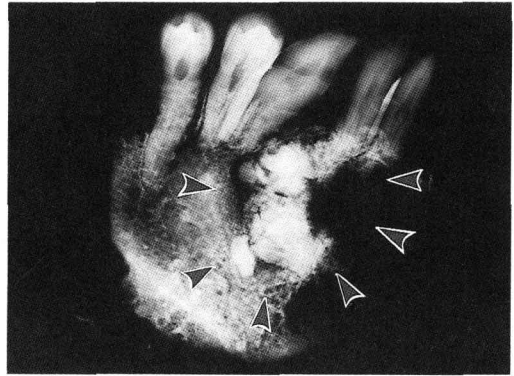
Roentgenogram showing a radiolucent area associated with an odontoma-like radiopaque area.
